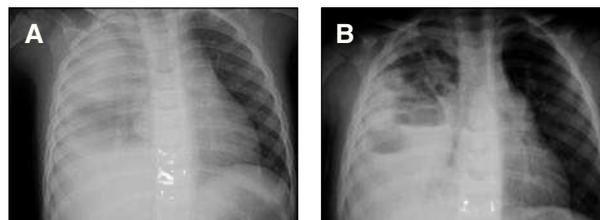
A) Radiografía posteroanterior de tórax al ingreso que muestra veladura prácticamente completa del hemitórax derecho con borramiento de hemidiafragma homolateral, broncograma aéreo en lóbulo medio y lóbulo inferior derecho y zona de mayor densidad homogénea que delimita imagen redondeada en lóbulo superior derecho, lo cual sugiere la presencia de condensación alveolar con derrame pleural acompañante, parcialmente organizado. B) Múltiples puntos hidroaéreos a expensas de loculaciones pleurales, y lesiones cavitadas visibles en lóbulo superior derecho (décimo día de ingreso).
